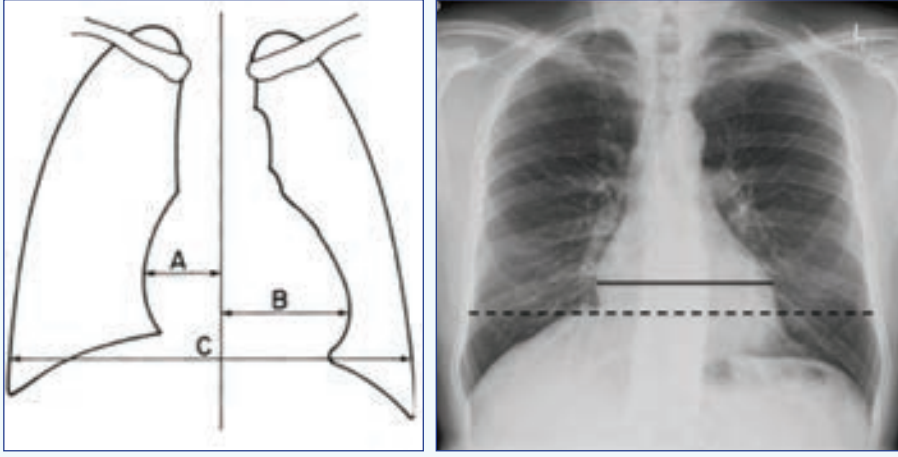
15: Artmış Kalp büyüklüğünün saptanması: Kalbin transvers çapının PA göğüs radyografisinde ölçülmesi, ve kardiyotorasik oran: (Soldaki figürde) Toraksın en geniş iç çapının, yere paralel çizgi (C): kalp silüetinin solda (A) ve sağda (B) vertebral sütunun ortasından geçen uzunlamasına çizgiye en uzak noktalarının toplamının (A+B) oranı (solda). Kalp büyüklüğünü ölçmek: (Sağdaki fotoğrafta) Düz çizgi maksimum kalbin transvers çapını çizmekte, noktalı çizgi ise toraks genişliğini göstermekte, kardiyotorasik oran maksimum toraks genişliğinin transvers çapına oranıdır (sağda).
